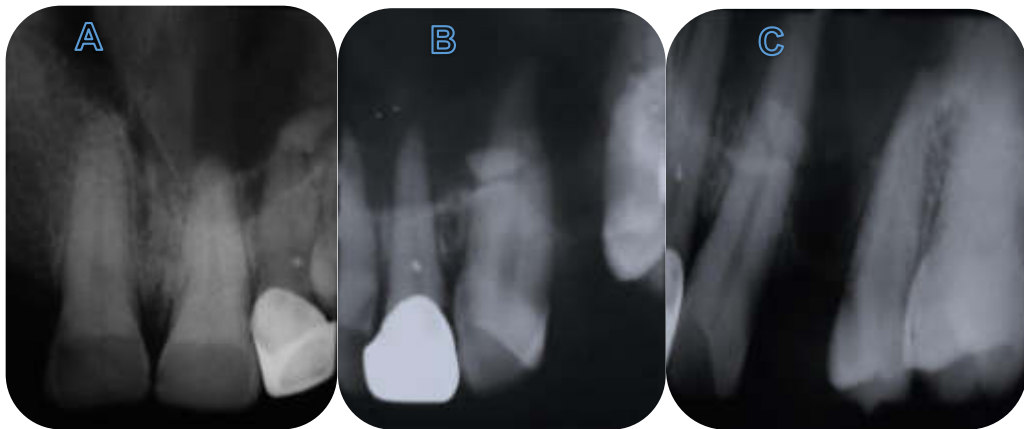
Radiografías periapicales (A) pza 1.1,2.1,2.2. (B) pza 2.3. (C) pza 2.5.
